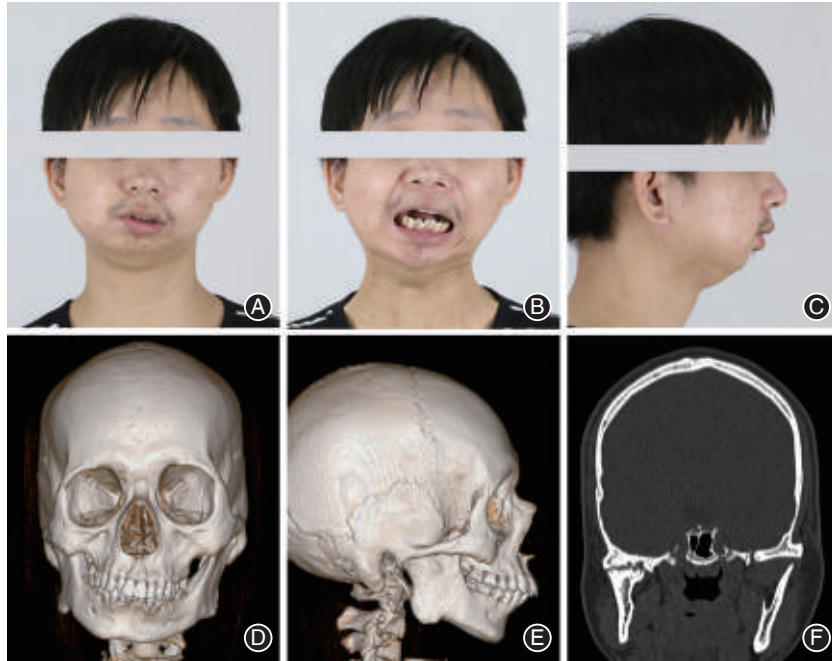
单侧关节强直患者治疗前影像资料 A:正面相;B:张口相;C:侧面相;D:三维CT正面观;E:三维CT侧面观;F:冠状面CT断层图像;患者表现为张口受限,单侧关节融合、升支及下颌体短小以及咬合平面偏斜。
